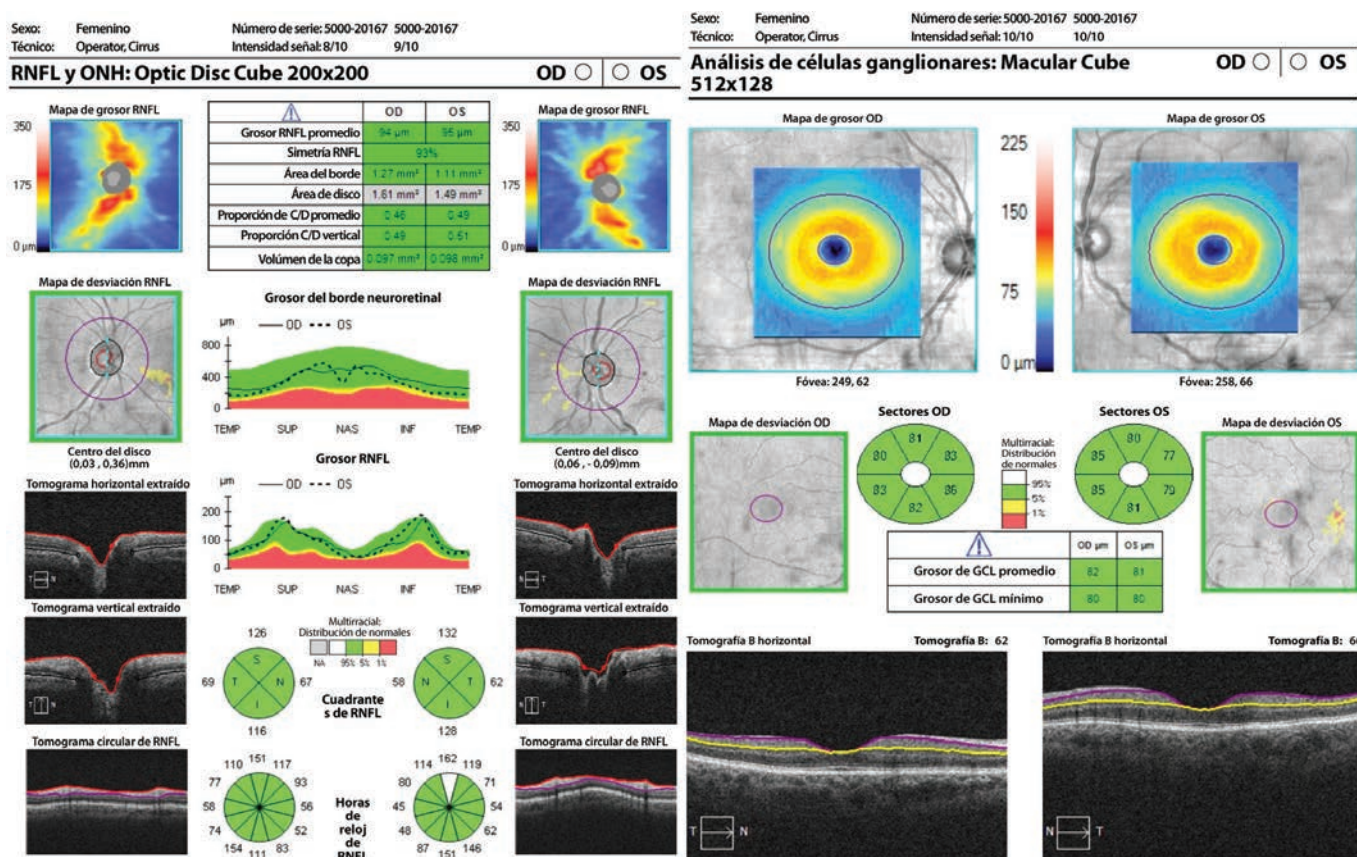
Tomografía de coherencia óptica de nervio óptico y células ganglionares en ambos ojos postratamiento izquierdo
